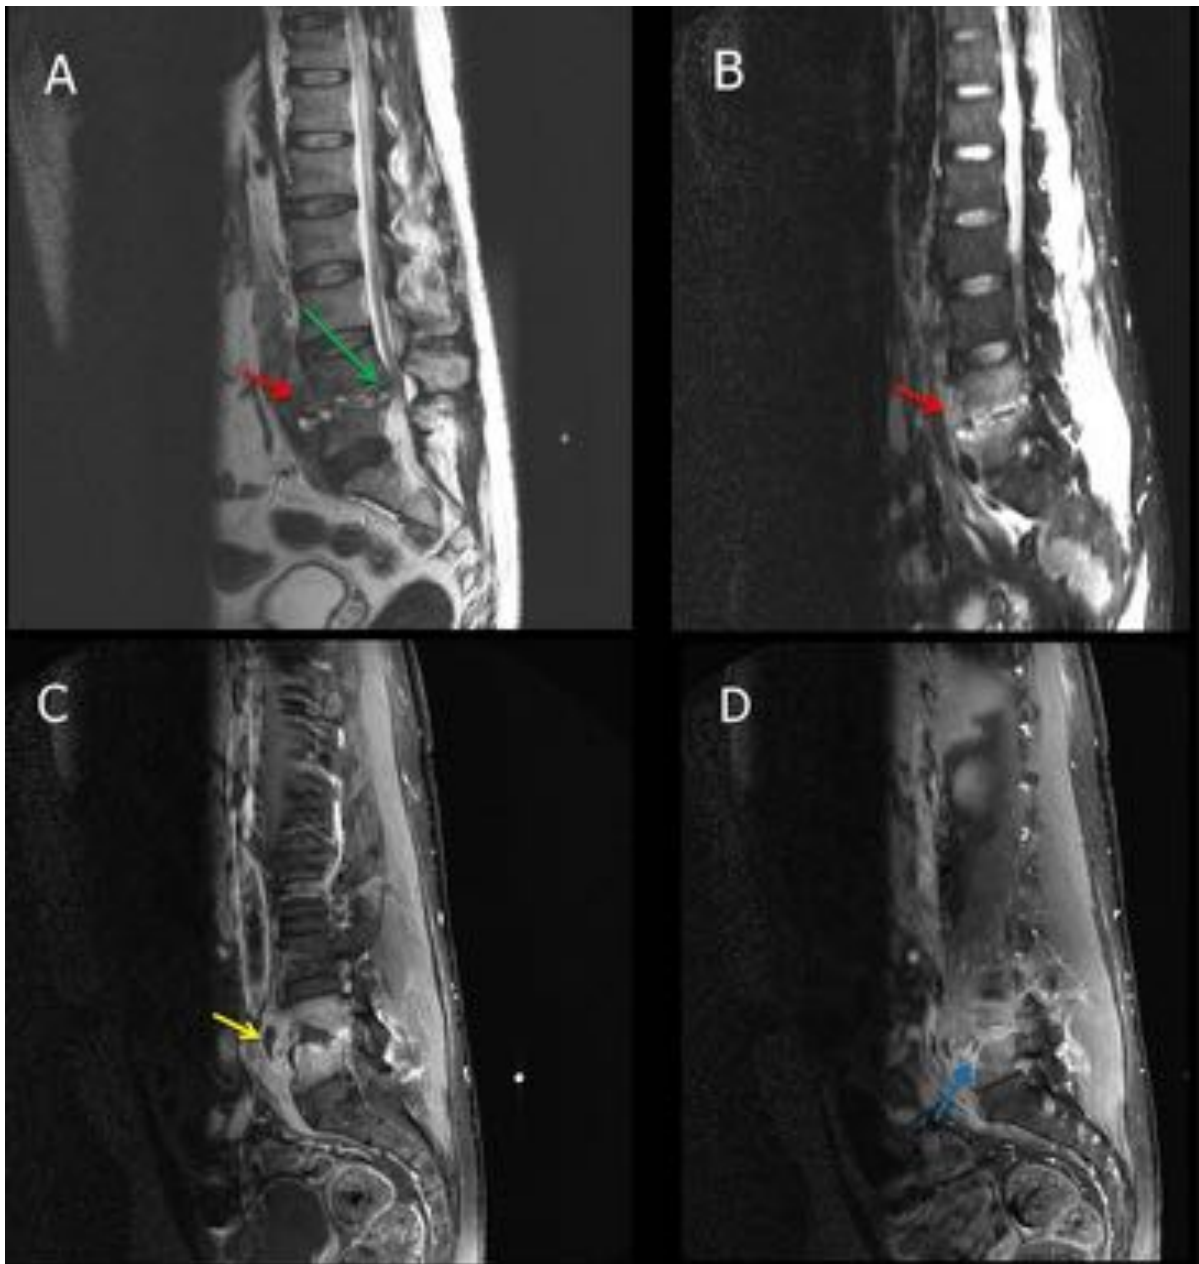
Espondilodiscitis. RM columna dorso-lumbar. Secuencias T2 ,STIR [A y B] y T1+Gd[C y D] Masa de partes blandas inflamatoria, de predominio prevertebral [Flecha roja en A, B], con foco de abscesificación a nivel L4-L5 [Flecha amarilla en C] en comunicación con el espacio intervertebral adyacente [flecha azul en D].Afectación inflamatoria hipercaptante del espacio epidural del segmento L4 y L5 con protrusión discal [Flecha verde en A].
